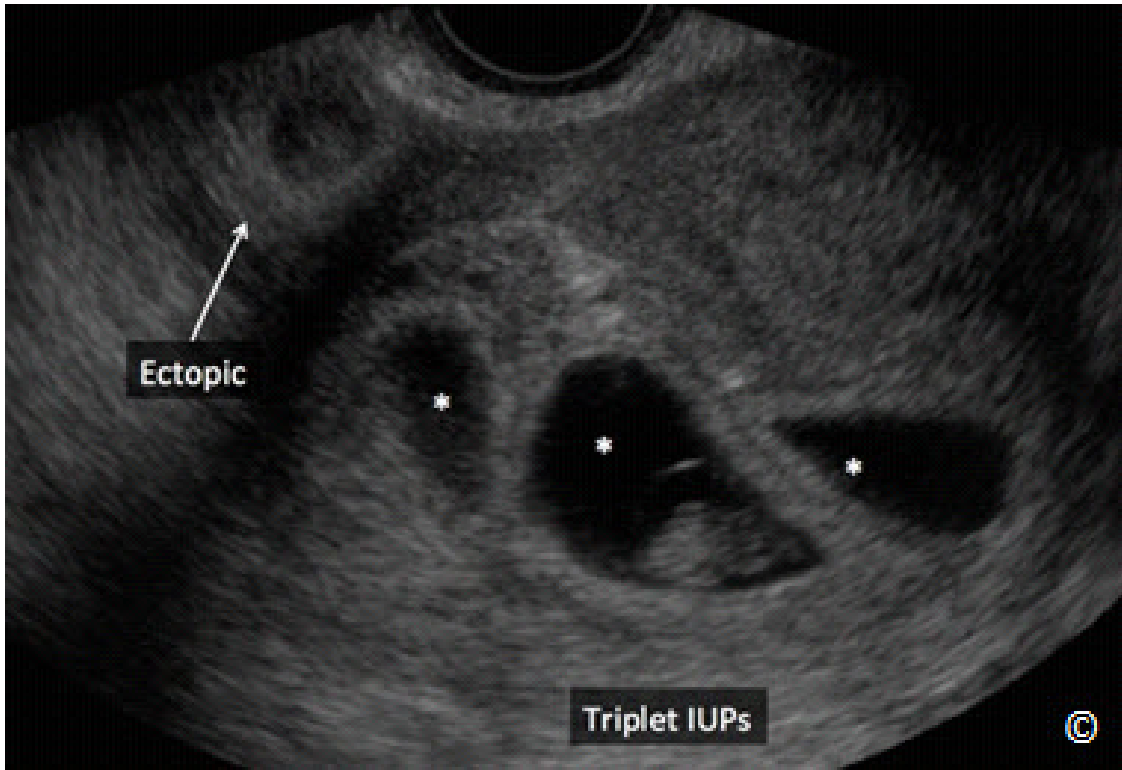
Ultrasonido transvaginal de un embarazo heterotópico en una gestación durante la semana 7. Obsérvese la presencia de un embarazo intrauterino de trillizos (asteriscos – IUP de triples) y un embarazo ectópico tubárico (rotulado) en los anexos. Este embarazo fue concebido por reproducción asistida.
